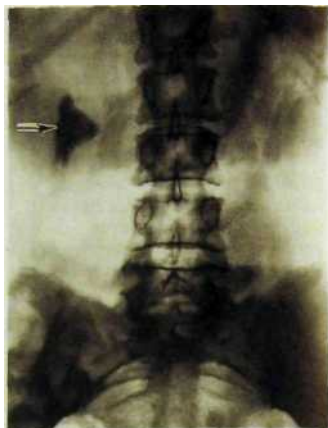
168. Обзорная рентгенограмма. Большой камень (указан стрелкой) в правой почке, принявший форму лоханки.
